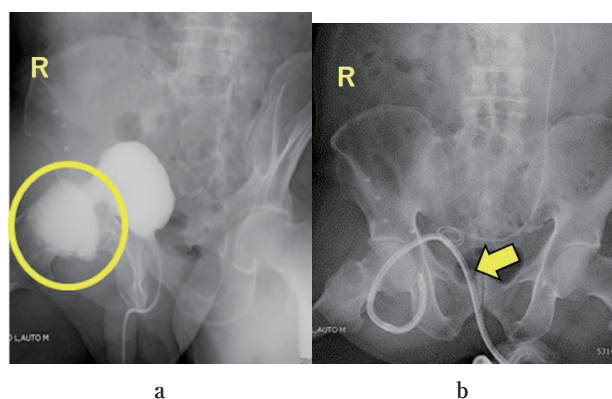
Cystography and abdominal X-ray examination show protrusion from the groin of the bladder circle (a) and deviation to the right side of the ureteral orifice (b). (→: flexible cystoscope)
